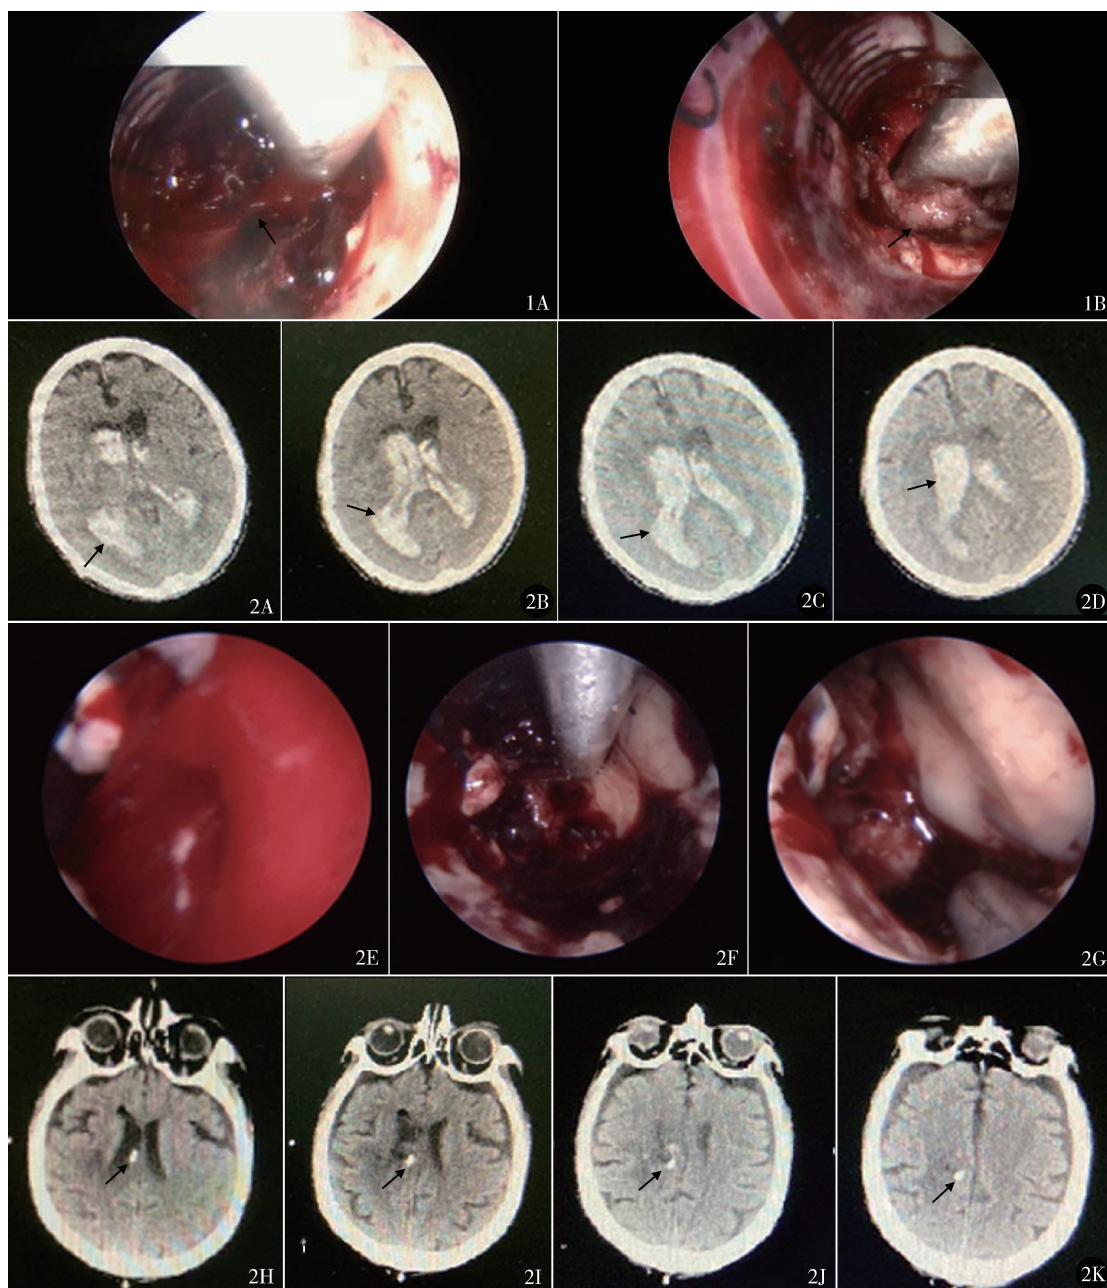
A. 内镜下血肿;B. 清除血肿后显示正常的脑组织 图2 男,54岁,高血压性脑出血破入脑室 A~D. 术前头颅CT显示基底节区血肿破入脑室形成脑室铸型;E~G. 神经内镜下逐步清除积血;H~K. 术后复查头颅CT示血肿已完全清除,且脑室内留置引流管
